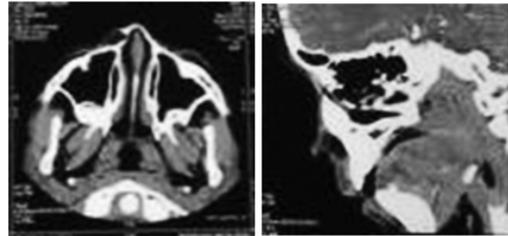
CT images of Nasal Dermoid Cyst.
